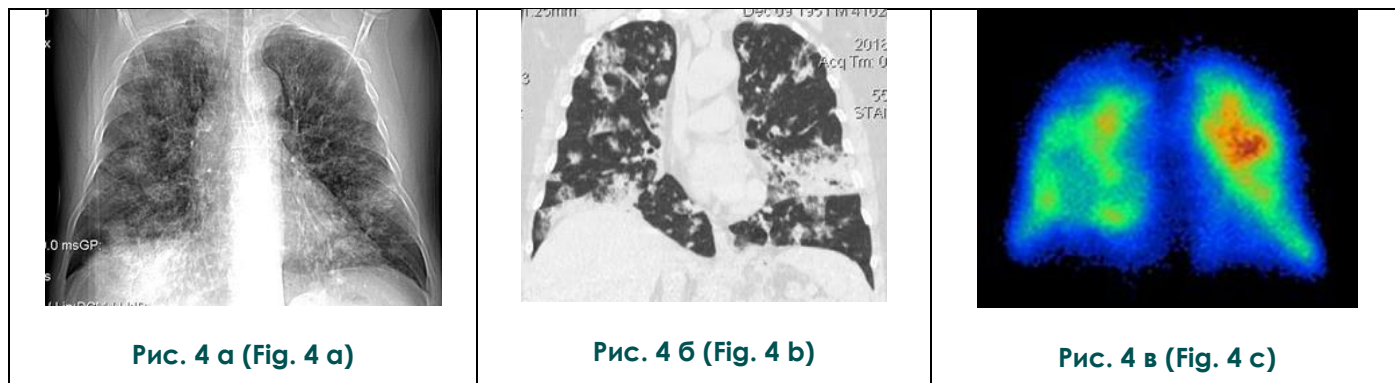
а – Рентгенография органов грудной клетки, прямая проекция. б – МСКТ, корональная плоскость. в – ОФЭКТ.
